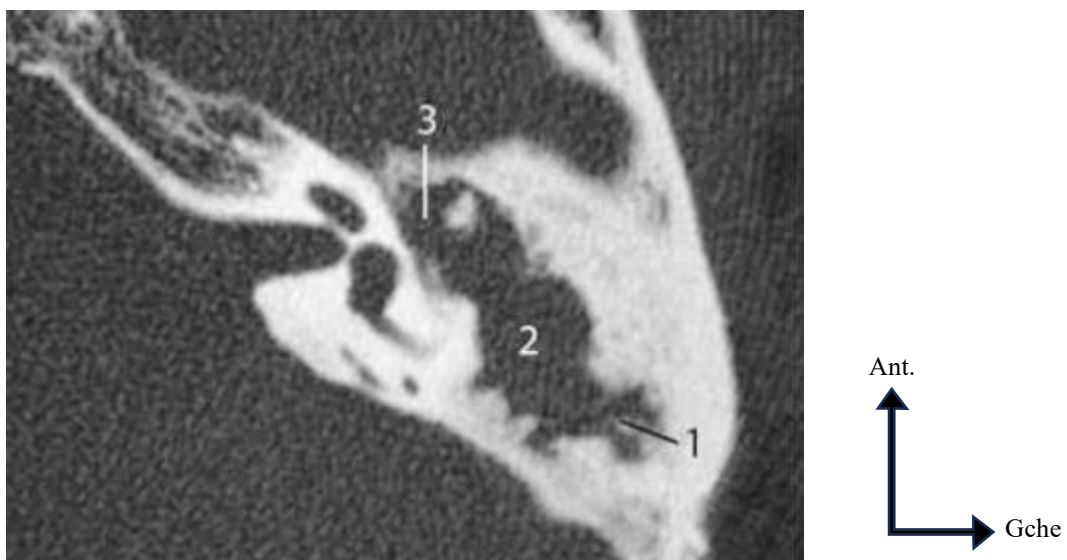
Otite agressive pseudo-cholestéatomateuse. Patient de 54 ans présentant une otite chronique gauche avec otorrhée. TDM, coupe axiale sus-jacente. (1) Lyse de la partie postérieure de l'écaille horizontale : (2) antre comblée : (3) dénudation de la partie initiale du canal facial tympanique au contact du matériel tissulaire. [17]
